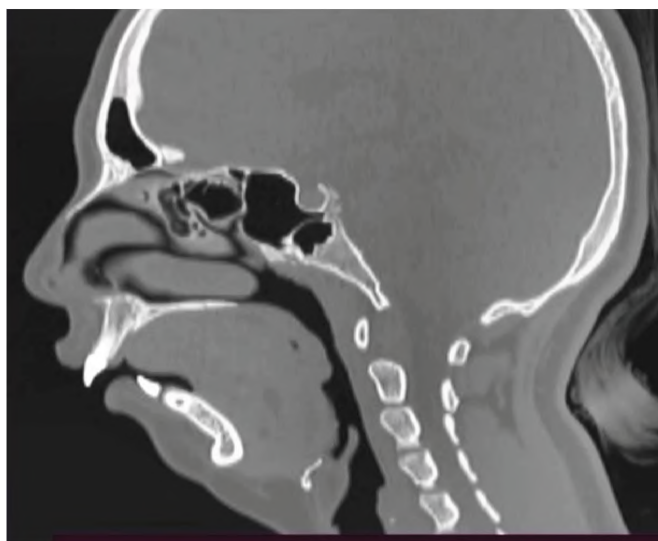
КТ дыхательных путей больного А.
